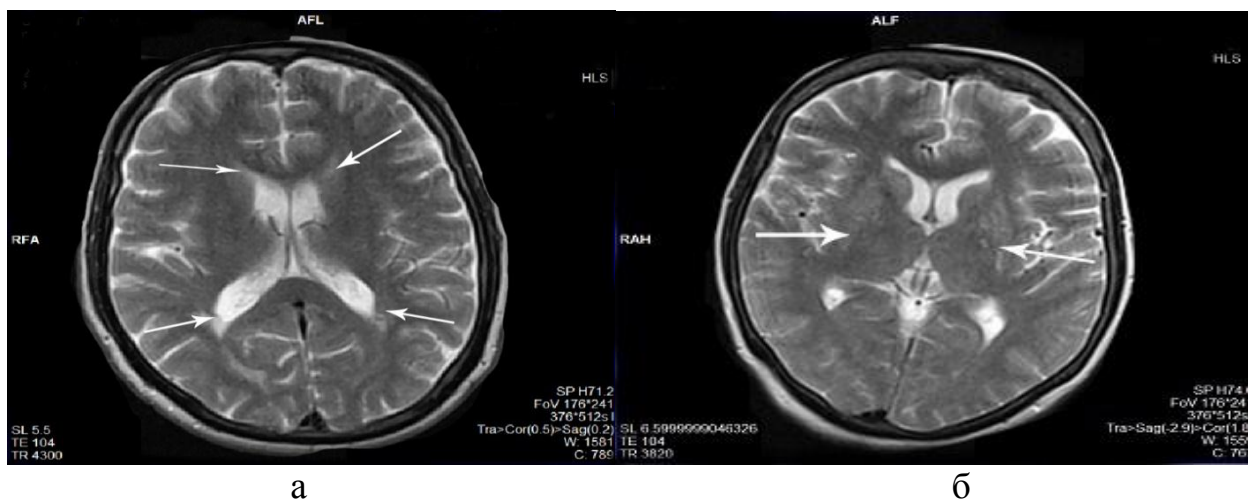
а) МРТ головного мозга пациента 1-й группы, с АГ в трансверсальной проекции в режиме T2: передняя и задняя локализации лейкоареоза, б) МРТ головного мозга пациента 2-й группы с атеросклерозом в трансверсальной проекции в режиме T2: боковая локализация лейкоареоза.
